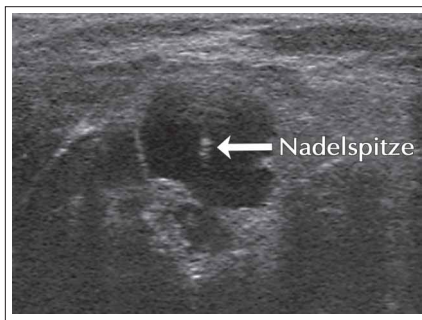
Ultraschallgezielte Feinnadelpunktion einer Zyste: Die Lage der Nadelspitze wird sonographisch dokumentiert.
